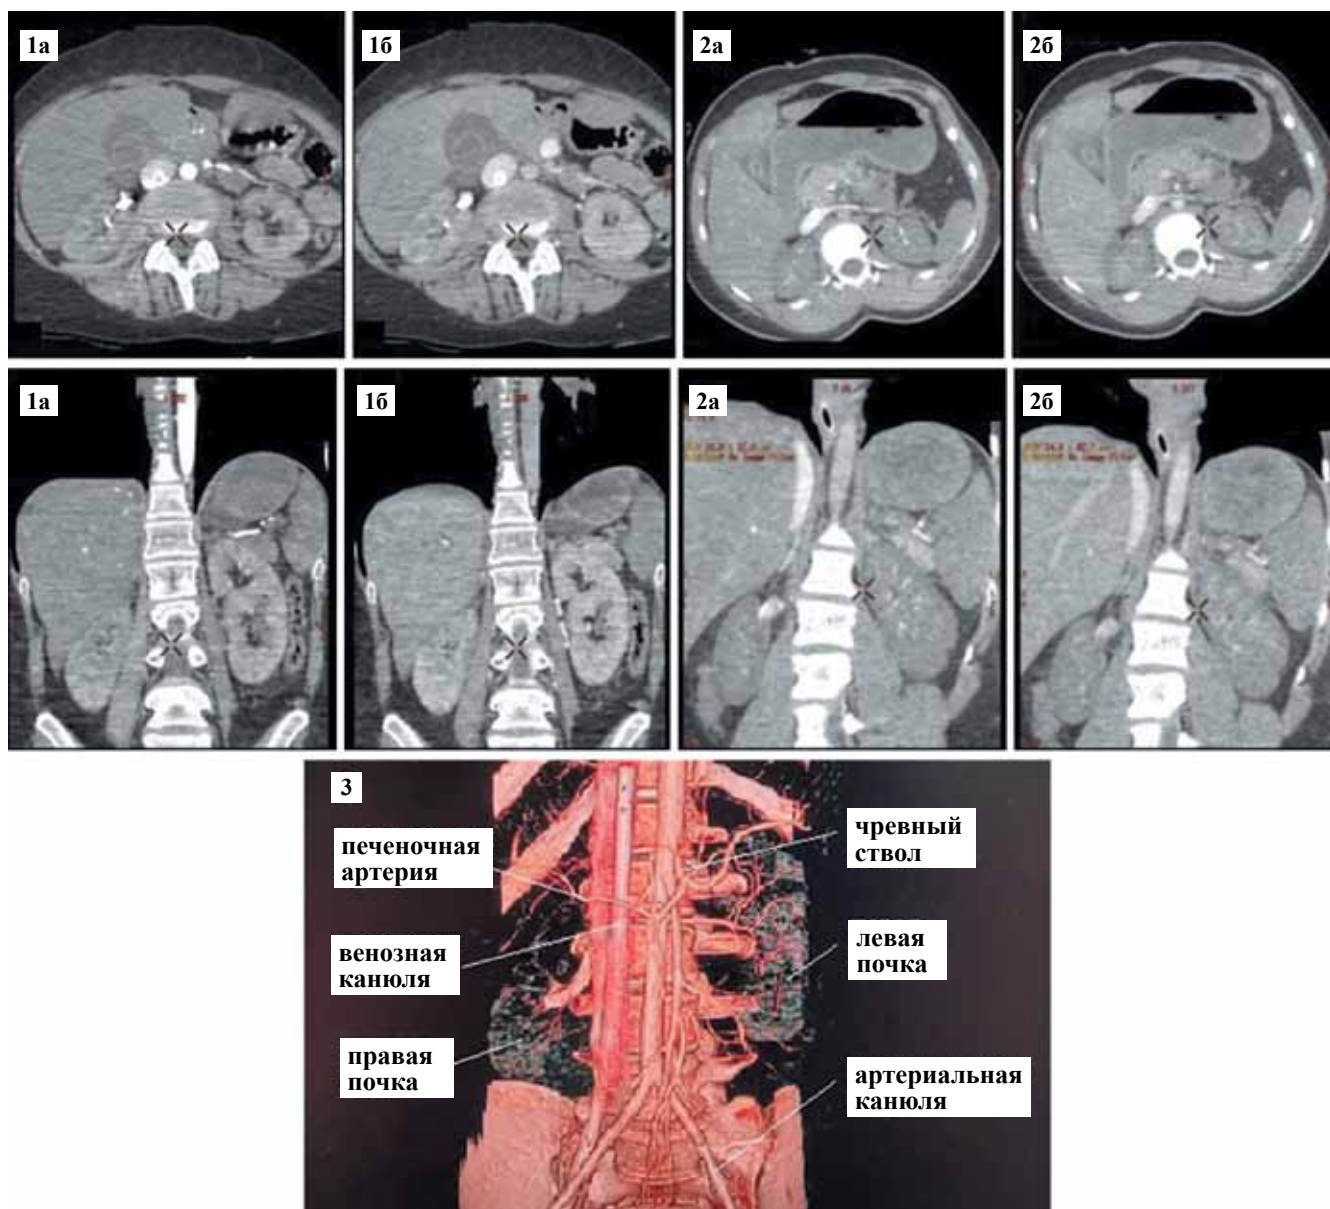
Результаты выполнения СКТ с внутривенным контрастированием потенциальному донору во время проведения ЭКМО: 1 – удовлетворительная перфузия печени, почек (1а – артериальная фаза, 1б – венозная фаза); 2 – отсутствие перфузии (2а – артериальная фаза, 2б – венозная фаза); 3 – 3D-реконструкция, артериальная фаза, удовлетворительная перфузия абдоминального региона
